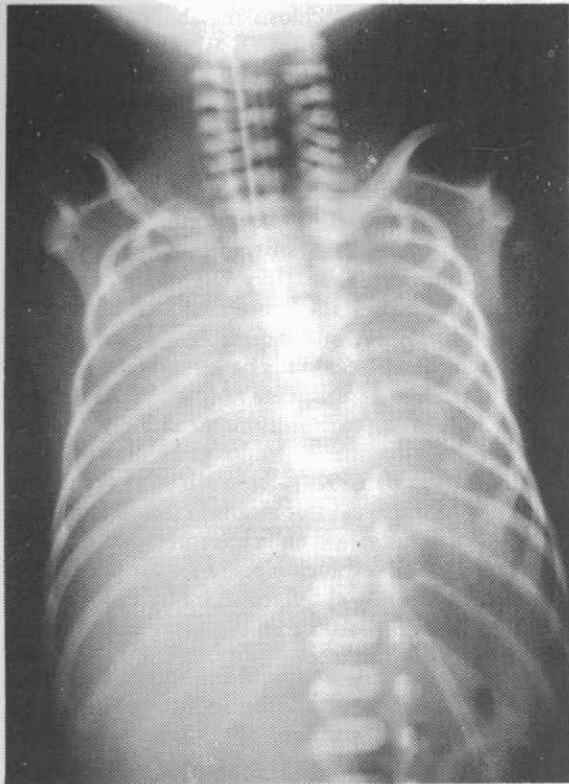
Radiografía inicial del paciente N° 1 con imagen clásica de EMH grave.
